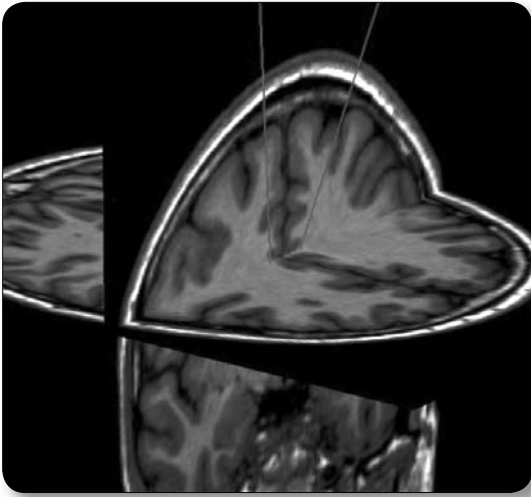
Reconstrucción biplanar (con la intersección de los planos axial y coronal) de la secuencia ponderada en T1 de la RMN cerebral y la planificación de ambos trayectos del electrodo.
